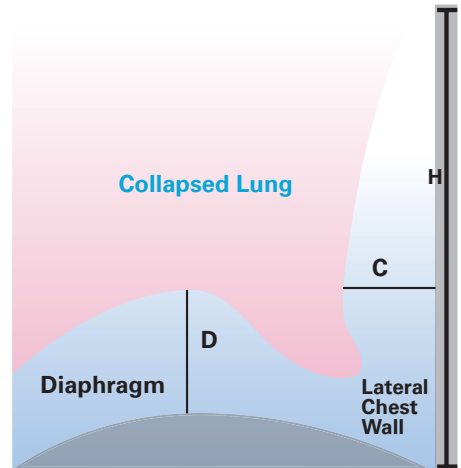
modifiziert nach: ¹Hassan M et al. Validation of equations for pleural effusion volume estimation by ultrasonography. J Ultrasound. 2017 Oct 27;20(4):267-271.
